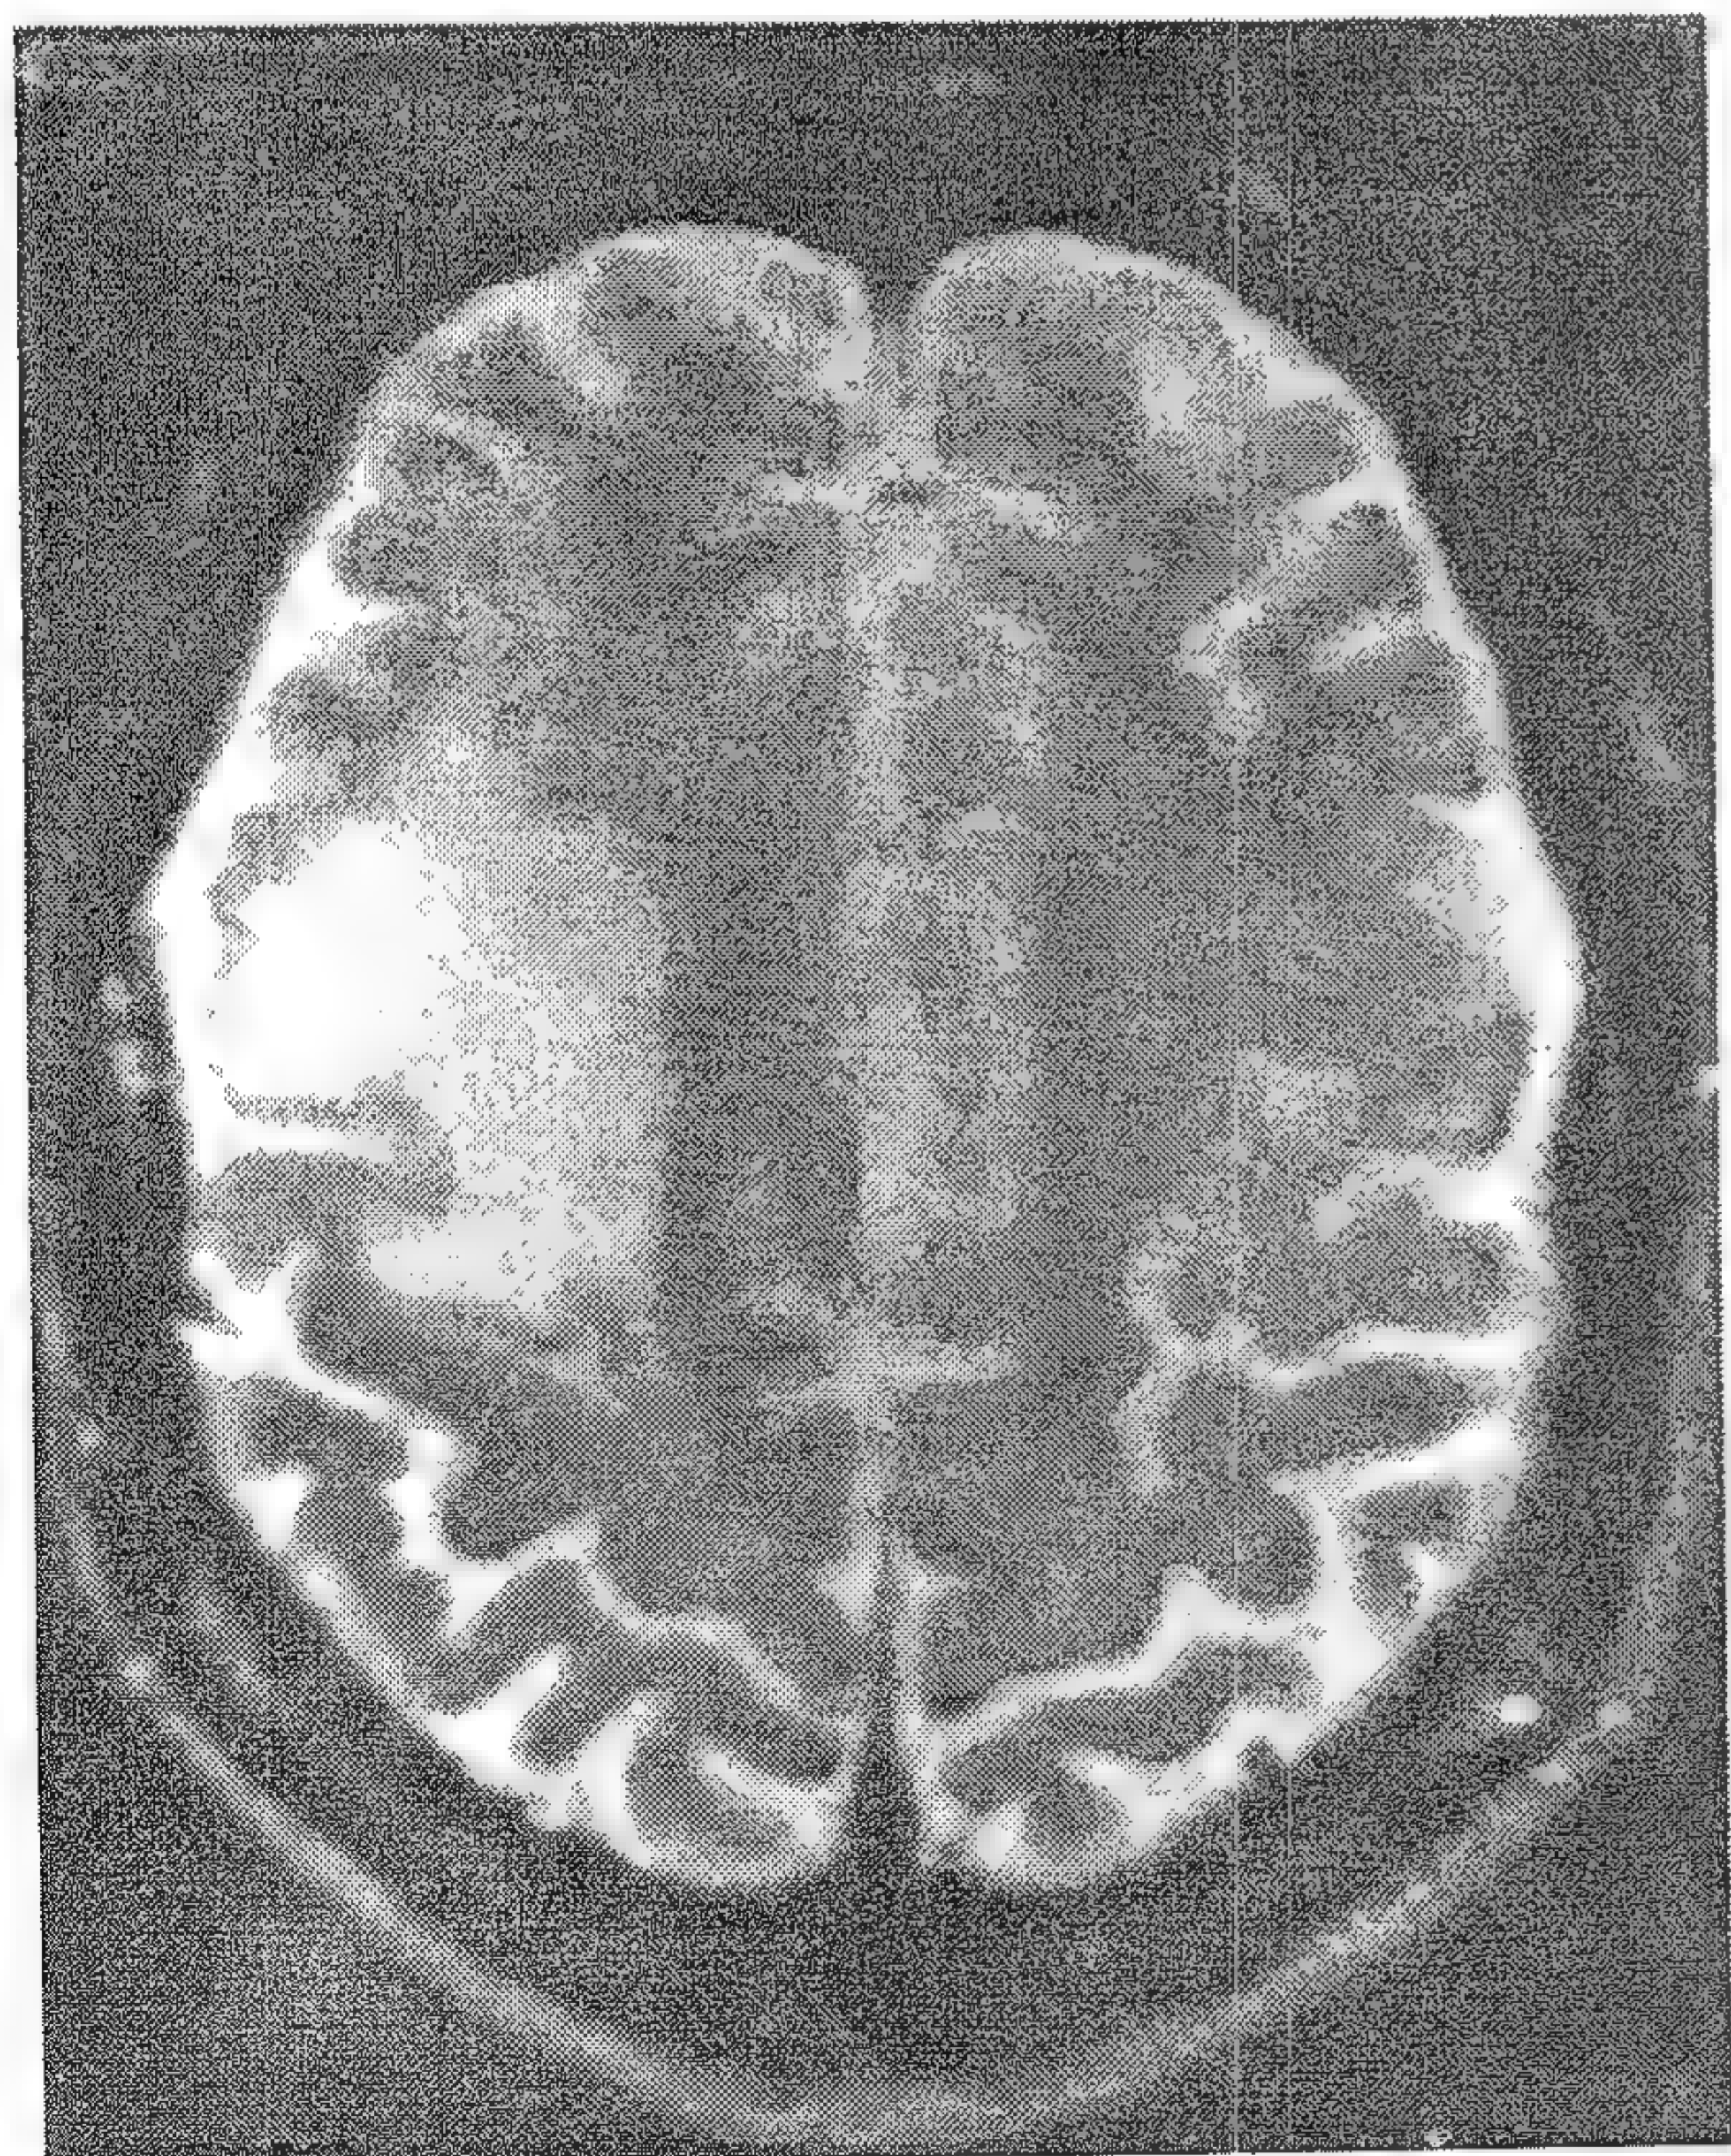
Imagine RMN ponderată în  $T_2$  care arată o arie mare de hipersemnal în substanța albă a emisferei cerebrale stângi datorată unei leucoencefalopatii multifocale progresive confirmată prin biopsie într-un caz de SIDA.
